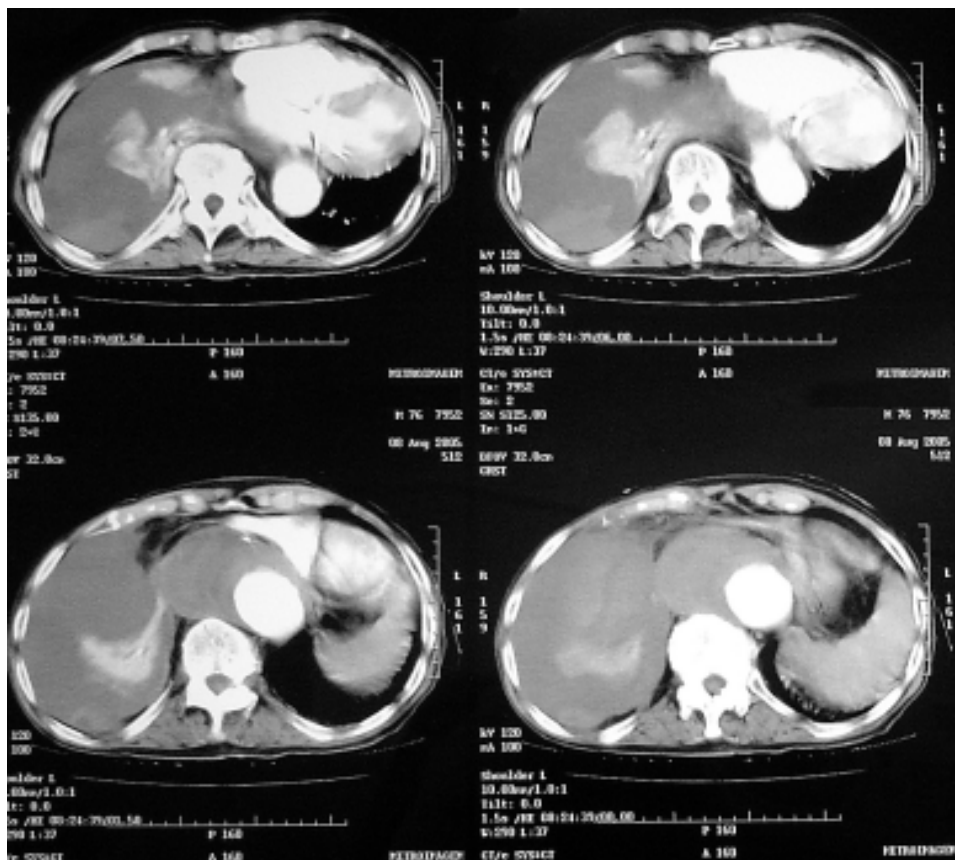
Resultado da tomografia computadorizada de tórax, mostrando contraste da aorta torácica passando para cavidade pleural direita
